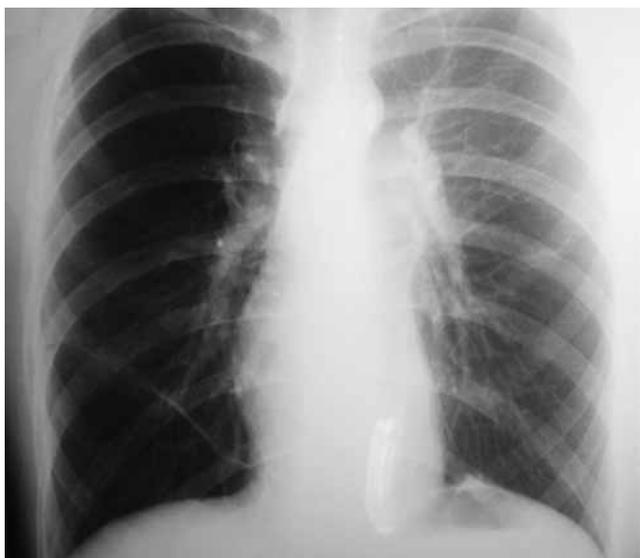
Рентгенограмма в прямой проекции органов грудной клетки больного 20 лет при выписке из стационара
